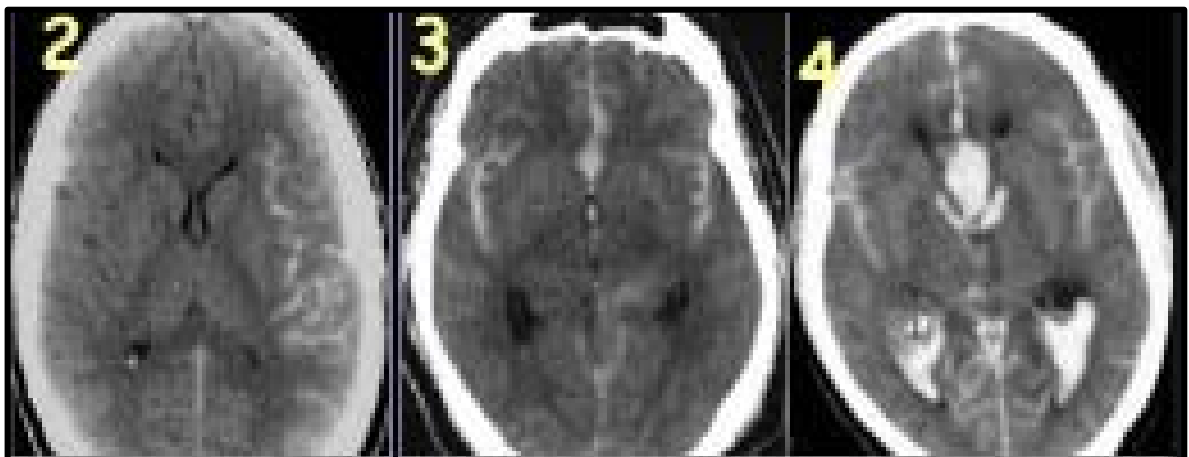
TDM cérébrale : hémorragie méningée grade 2,3 et 4 de Fishe
